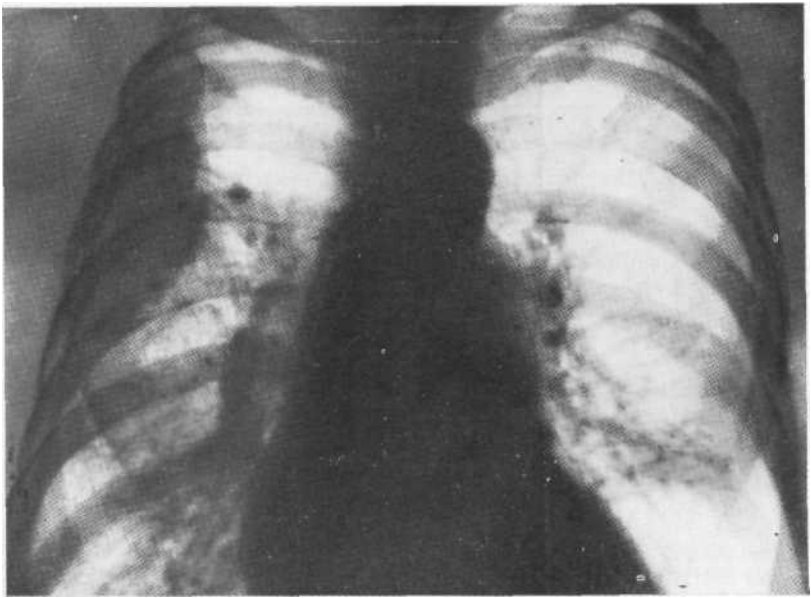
Обзорная рентгенограмма. Кортикоплевральный рак правого легкого. Субплеврально расположена тень с бугристыми и лучистыми внутренними контурами. Выражена плевральная реакция. Трансторакальная пункция.
